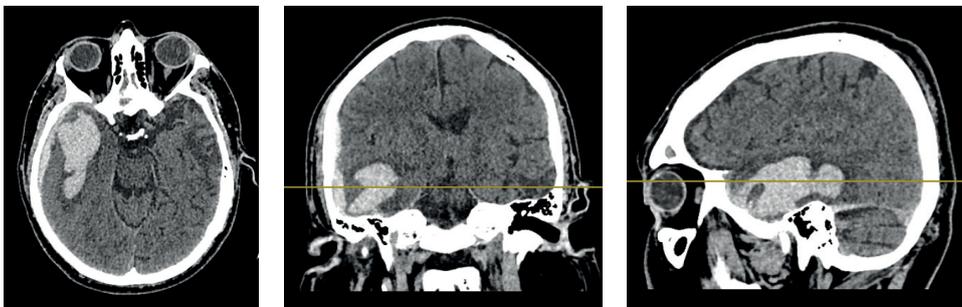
Компьютерная томография головного мозга пациента Х., 40 лет, при поступлении в стационар
